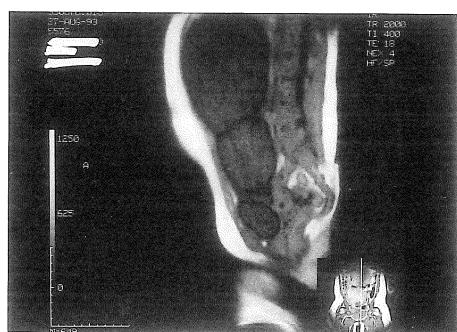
T₁-weighted MRI showing a septum dividing the cyst into two cavities at about the umbilical level. The septum is observed as a band of low signal intensity.
